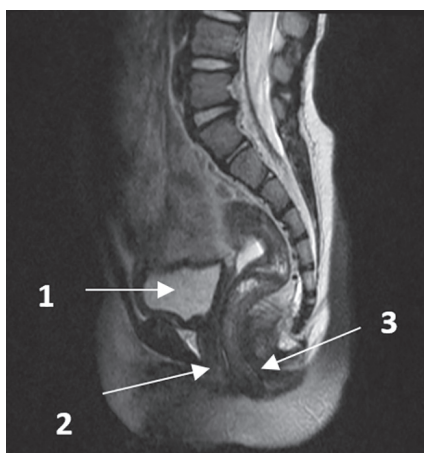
Магнитно – резонансная томография органов малого таза. Продольный срез. Вариант нормы 1.мочевой пузырь 2.влагалище 3.прямая кишка
